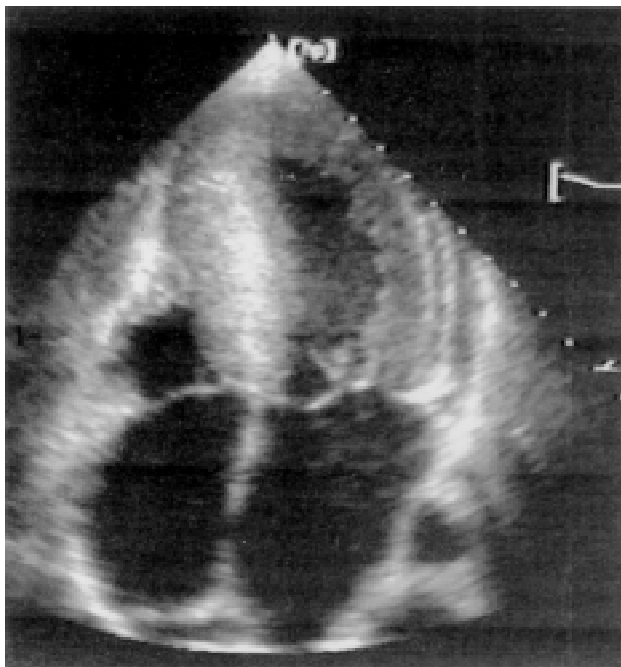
Ecocardiograma del paciente con miocardiopatía hipertrófica de la Figura 5. Valores hallados: Diámetro diastólico ventricular izquierdo: 39 mm. Diámetro sistólico ventricular izquierdo: 20 mm. Septum interventricular en diástole: 21,4 mm. Pared posterior en diástole: 11 mm. Aurícula izquierda: 50 mm.
